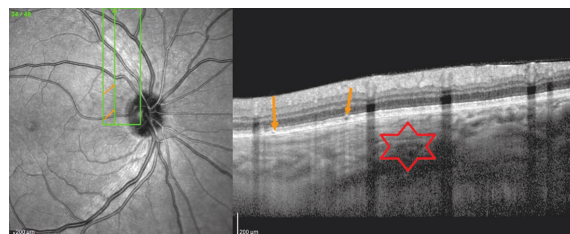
Оптическая когерентная томография пациентки Ч., 21 год. Вертикальный срез через зону остеомы. Звёздочка — «пластинчатая» структура хориоидеи, стрелка — локальные изменения на уровне ретинального пигментного эпителия. Фото глазного дна — см. рис. 8
